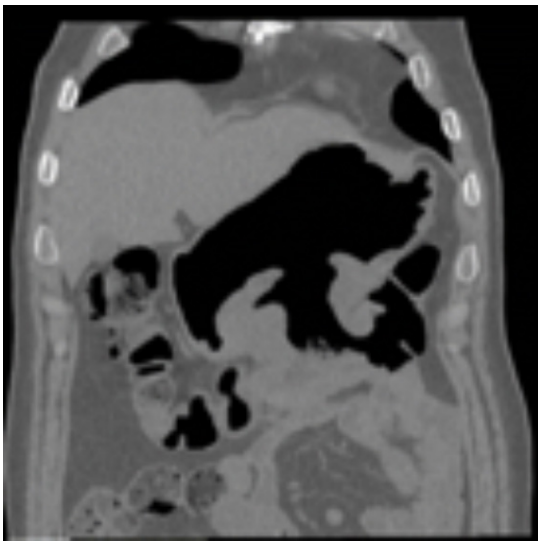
Tomografía computada abdominal. Corte coronal que evidencia fistula gástrico-colónica de 1,7 cm de diámetro entre la curvatura mayor gástrica y el borde antimesentérico del colon transverso.
